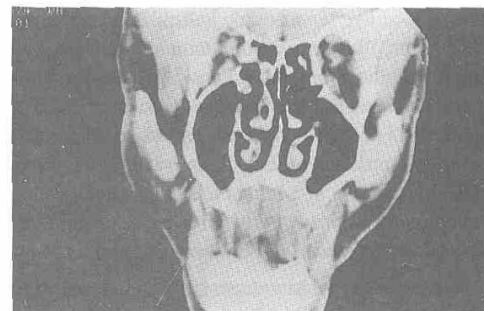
a: Hastanın preoperatif CT görünümü (Sol maksiler mukosel).
